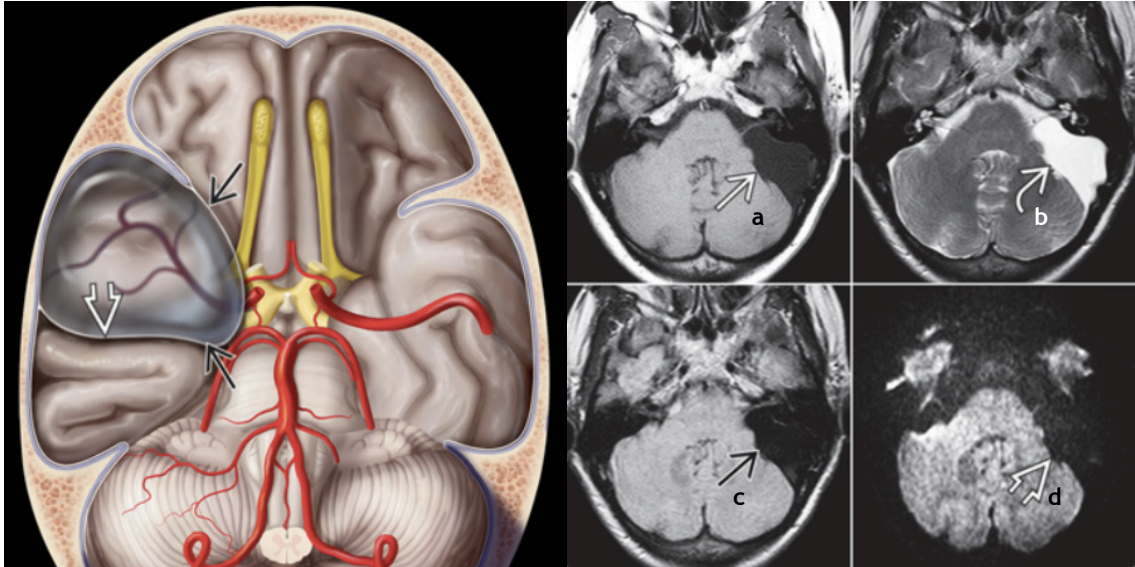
Quisto aracnóide - (Esquerda) Quisto aracnóide da fossa craniana média. A aracnóide separa-se (seta preta) e contém o LCR. A fossa média está expandida e o osso mais fino. O lobo temporal está deslocado posteriormente (seta branca). (Direita) Imagem composta de um quisto aracnóide da fossa posterior com isointensidade do LCR em T1 (a) e T2WI (b). Suprime-se completamente no FLAIR (c) e não se restringe no DWI (d). (7)
